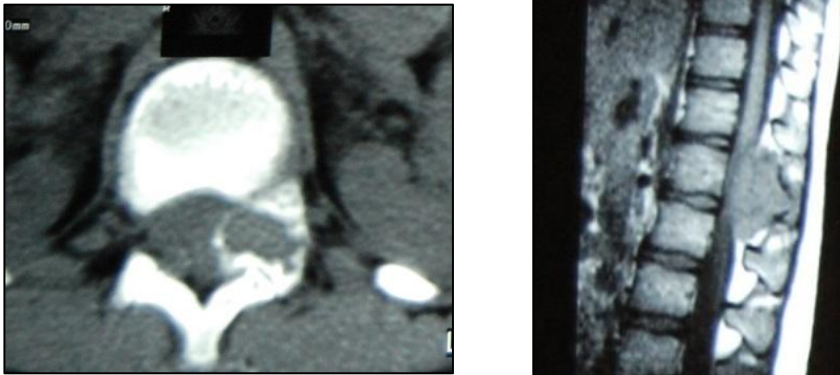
Imagen axial de TC de osteoblastoma. Figura 4: Imagen sagital de RM de osteoblastoma.
